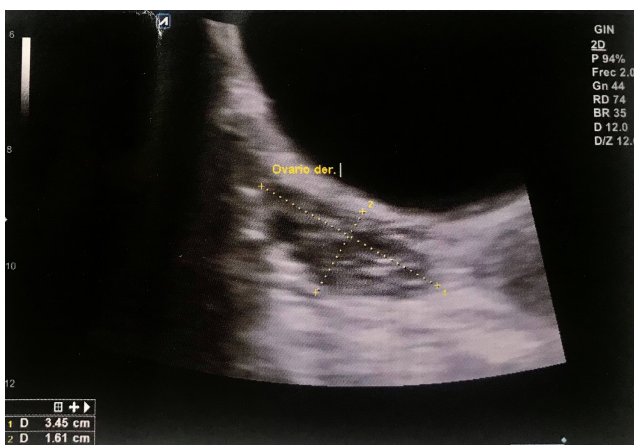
Ecografía con morfología de ovario poliquístico (Autor: Ana Sofía Ortiz.)
